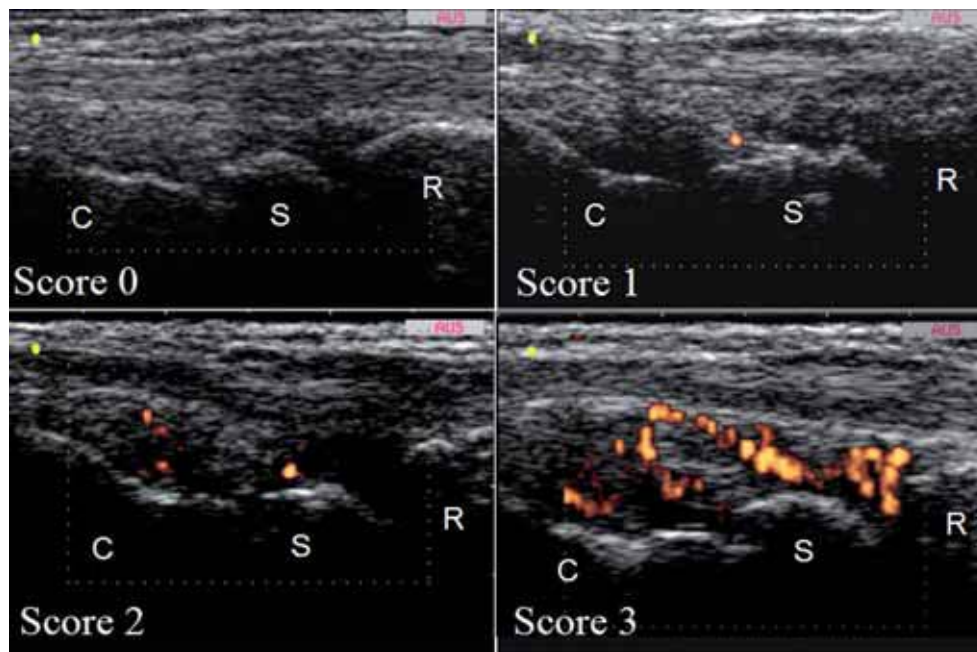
Stadiazione eco-power Doppler della vascolarizzazione sinoviale secondo il metodo proposto da Filippucci
